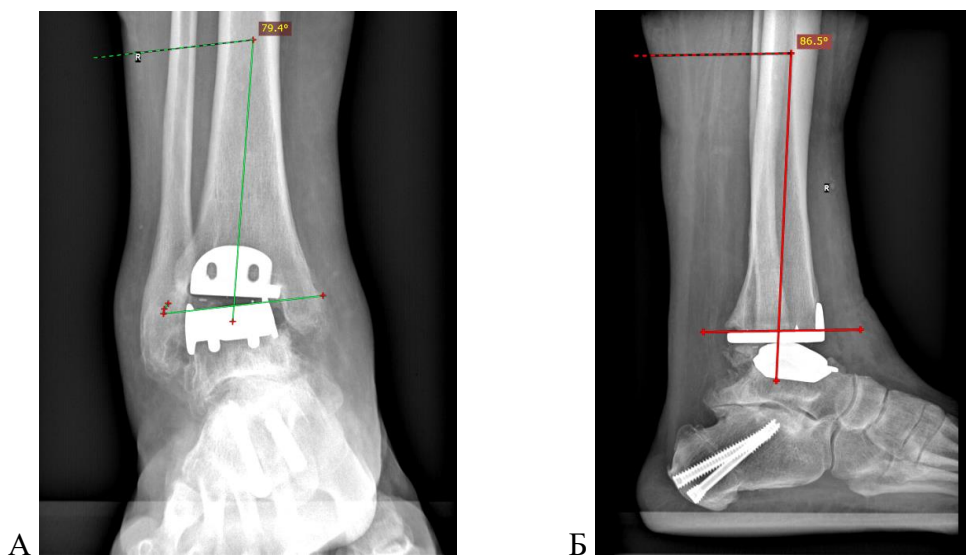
Пациент Г.: рентгенограммы через 52 мес. после ТЭГС
